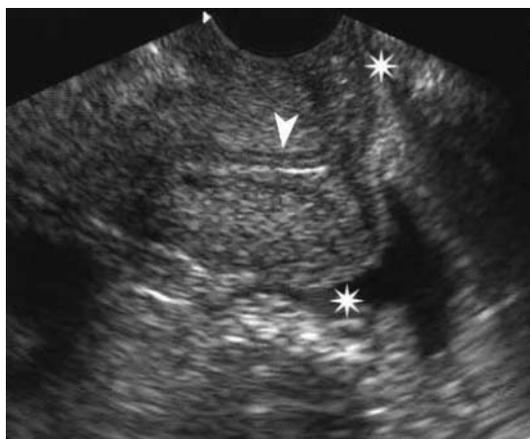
Ecografia transvaginale. Scansione longitudinale. Cervice uterina. La punta di freccia indica il canale cervicale, iperecogeno; gli asterischi sono posizionati a livello dei forni vaginali
